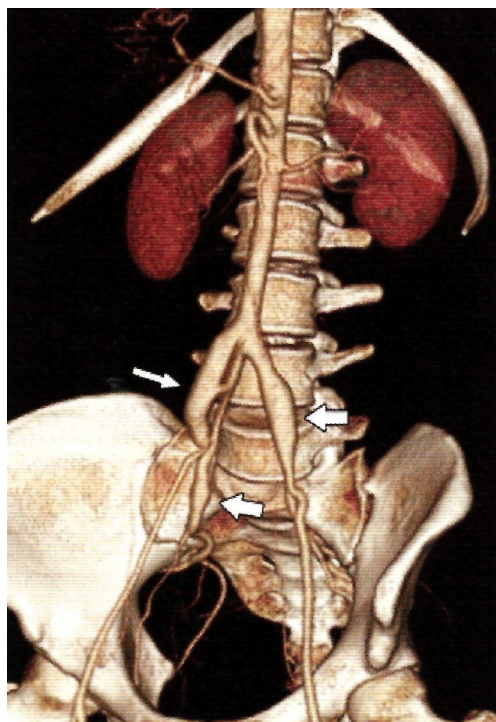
Изображение, полученное при МСКТ-ангиографии с трехмерной реконструкцией. Стрелками отмечены аневризмы подвздошных и правой подчревной артерий
